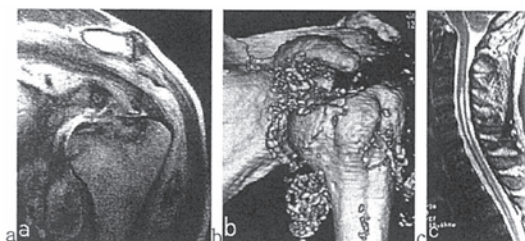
a. 左肩MRI b. 左肩3D-CT c. 頸椎MRI
